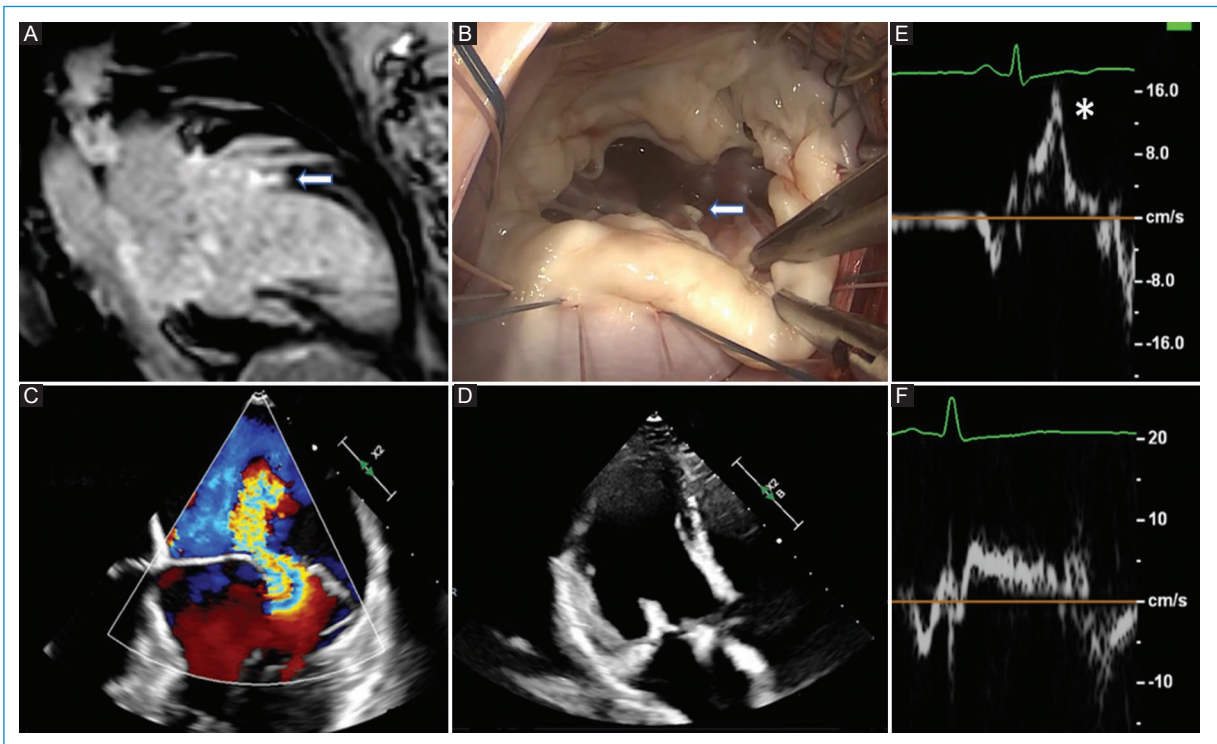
A: resonancia cardiaca que muestra refuerzo tardío del gadolinio en el músculo papilar posteromedial. B: correlación macroscópica con zona de fibrosis en la cabeza del músculo papilar posteromedial. C: prolapso mitral asociado a *curling* y disyunción del anillo mitral. D: reparo mitral con adecuada superficie de coaptación. E: signo de pickelhaube preoperatorio. F: resolución del signo de pickelhaube después del reparo mitral.
